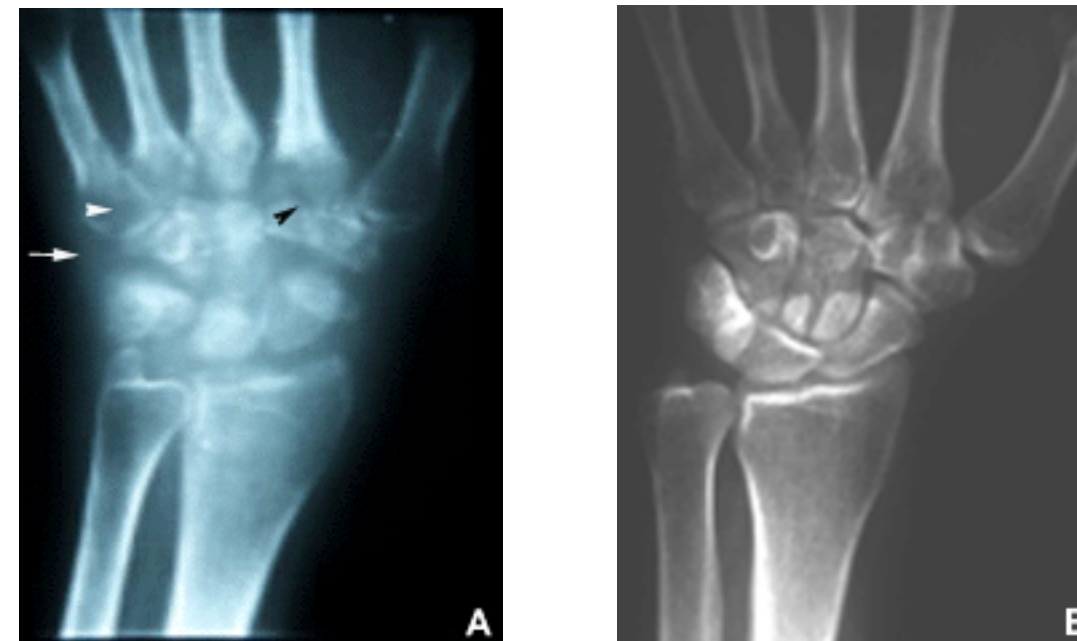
Radiografía comparativa de manos en proyección antero-posterior (A). Obsérvese el aumento de la densidad de partes blandas (flecha), osteopenia yuxta-articular (cabeza de flecha blanca), erosiones en los primeros metacarpianos y huesos del carpo (cabeza de flecha negra). (B) Se muestra una radiografía normal del carpo.
